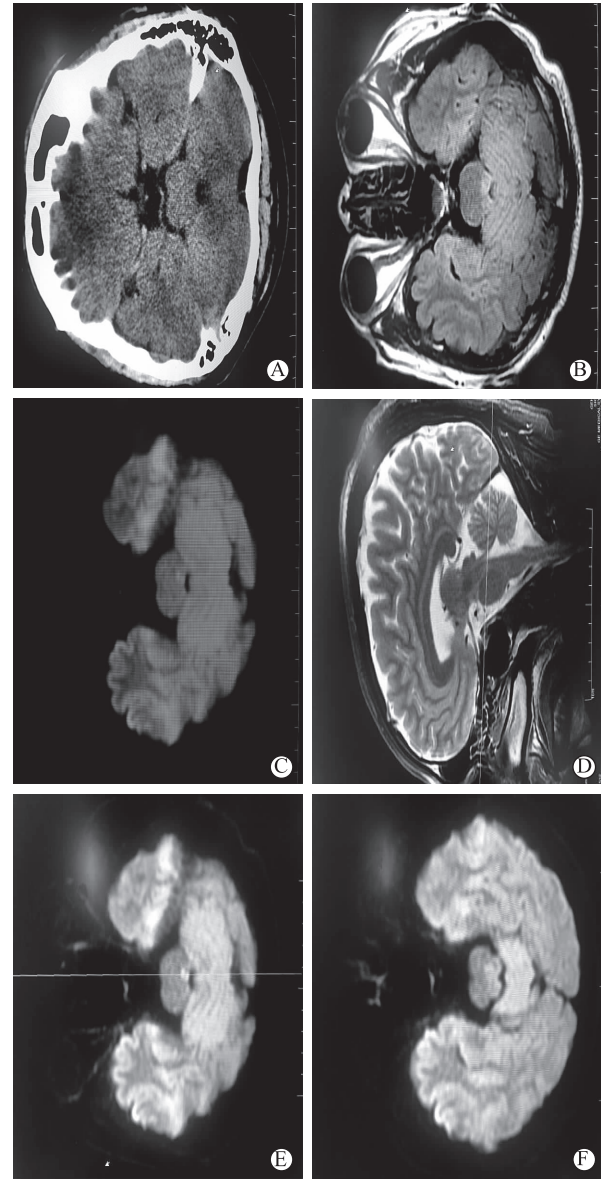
A 为入院时 CT 未见异常;B 为入院后 T₂WI 未见明显异常;C 为入院 DWI 示左侧脑桥有点状梗死灶;D、E 为矢状位和平扫对应部位均为脑桥;F 为溶栓后的 T₂WI
